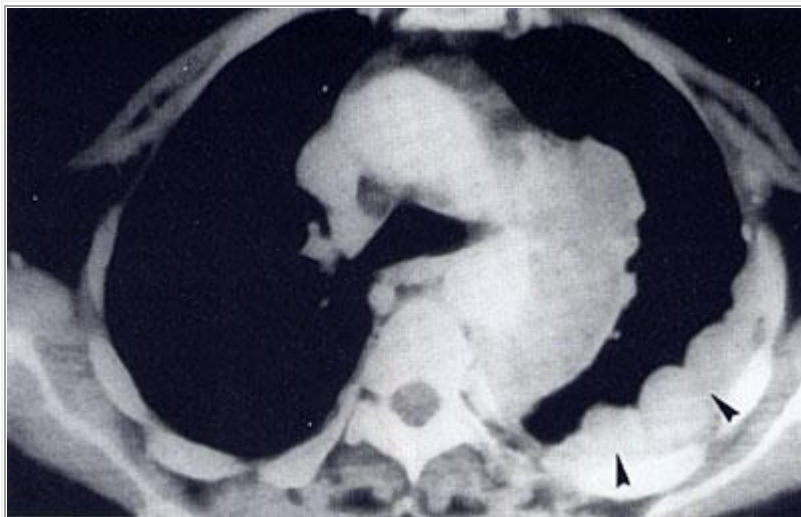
La TAC muestra con mayor claridad el mesotelioma y el compromiso de la pleura mediastínica.
